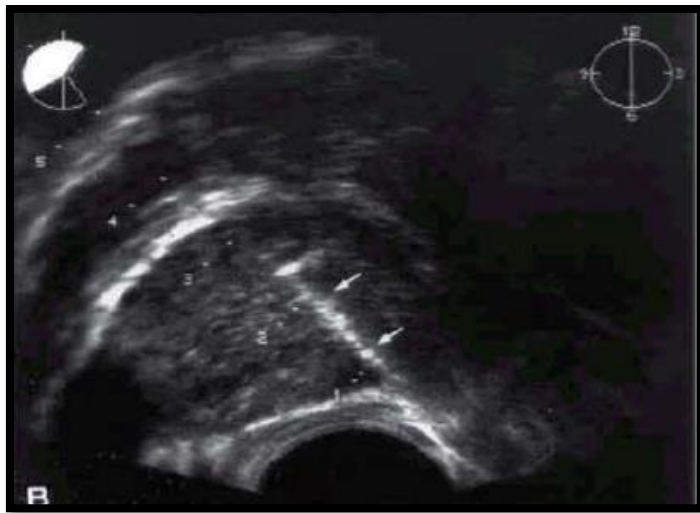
Ecografía vesico-prostática. Lóbulo medio intravesical*
